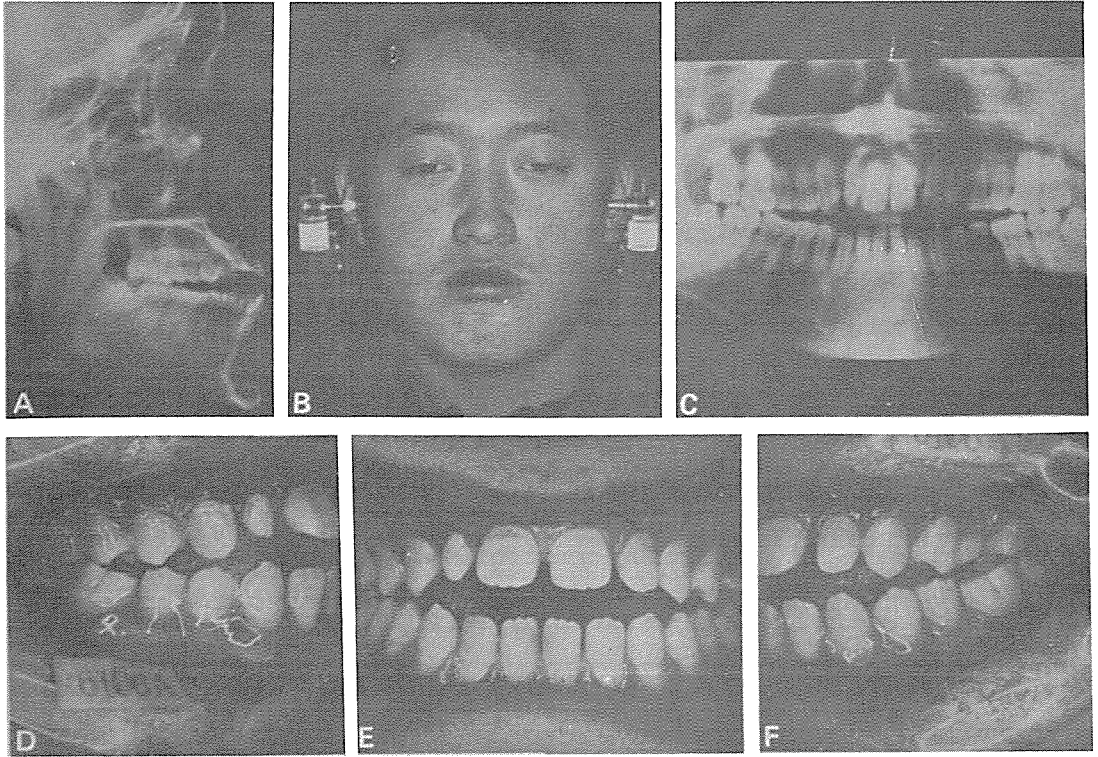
치료전 안모 및 구내사진, Cephalogram 과 Orthopantomogram
